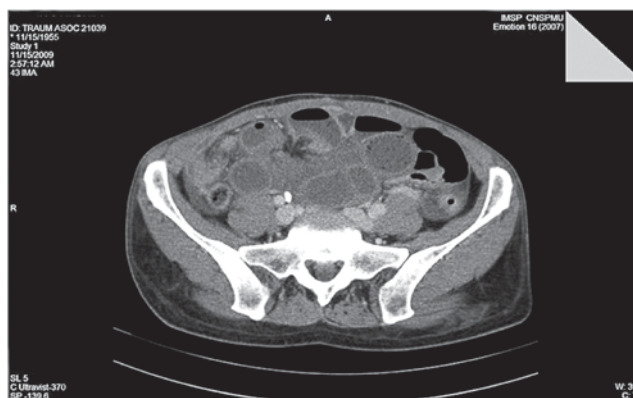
TC cu contrast: îngroșarea peretelui intestinal în caz de IMA venoasă.
